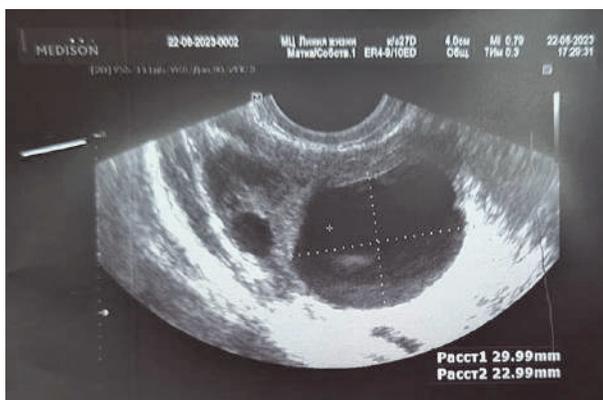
УЗИ органов малого таза трансвагинальным датчиком. Пациентка, 28 лет. Крупный доминантный фолликул размером 29 мм на 13-й день менструального цикла (фото предоставлено из личного архива д-ра мед. наук, профессора Е.Г. Кобаидзе)
